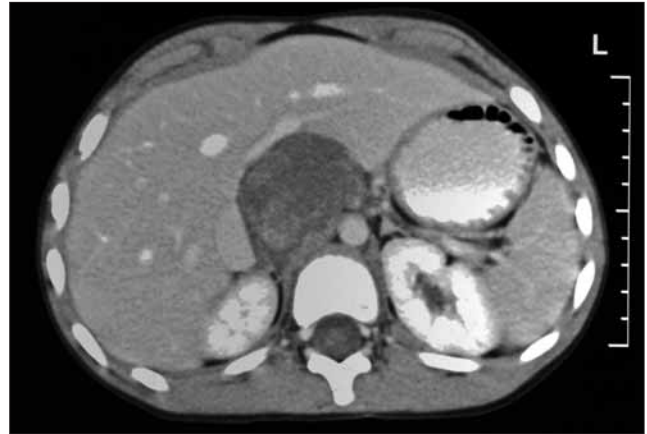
TAC abdominal: masa abdominal localizada en zona media que comienza a visualizarse a nivel del ligamento gastrohepático. Produce impronta en la salida de la arteria hepática y contacta con el hígado e hilio hepático hasta planos posteriores, en situación retroperitoneal. Se sitúa por delante de la vena cava, no apreciándose contacto ni dependencia directa con la glándula adrenal dcha. La masa mide aproximadamente unos 5 cm y presenta una densidad baja, no homogénea. Los márgenes son bien delimitados no apreciándose signos infiltrativos a ningún nivel.
